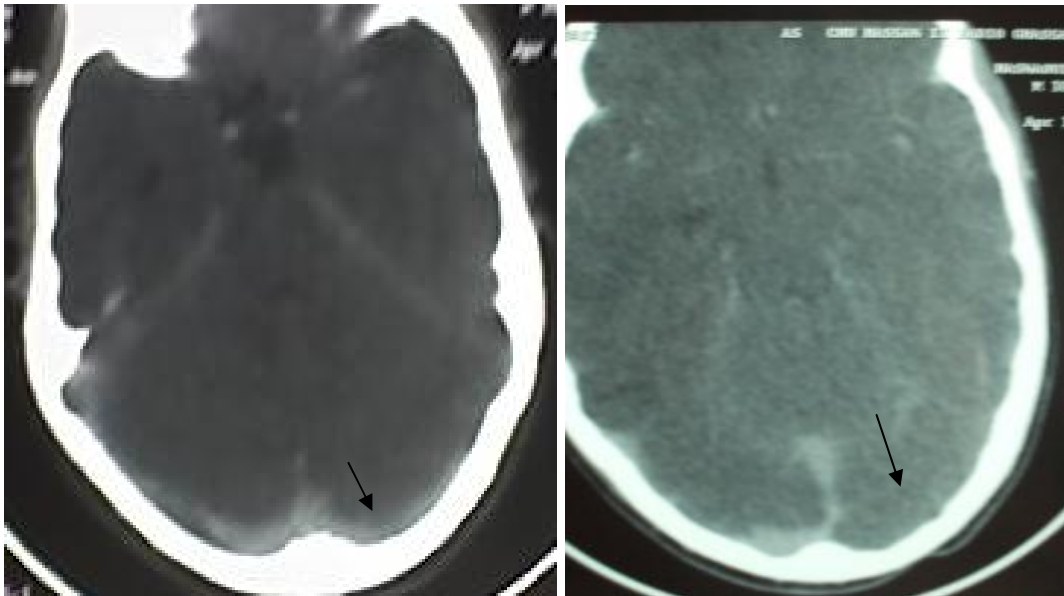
TDM cérébrale montrant thrombose du sinus latéral droit et du sinus sigmoïde droit.
